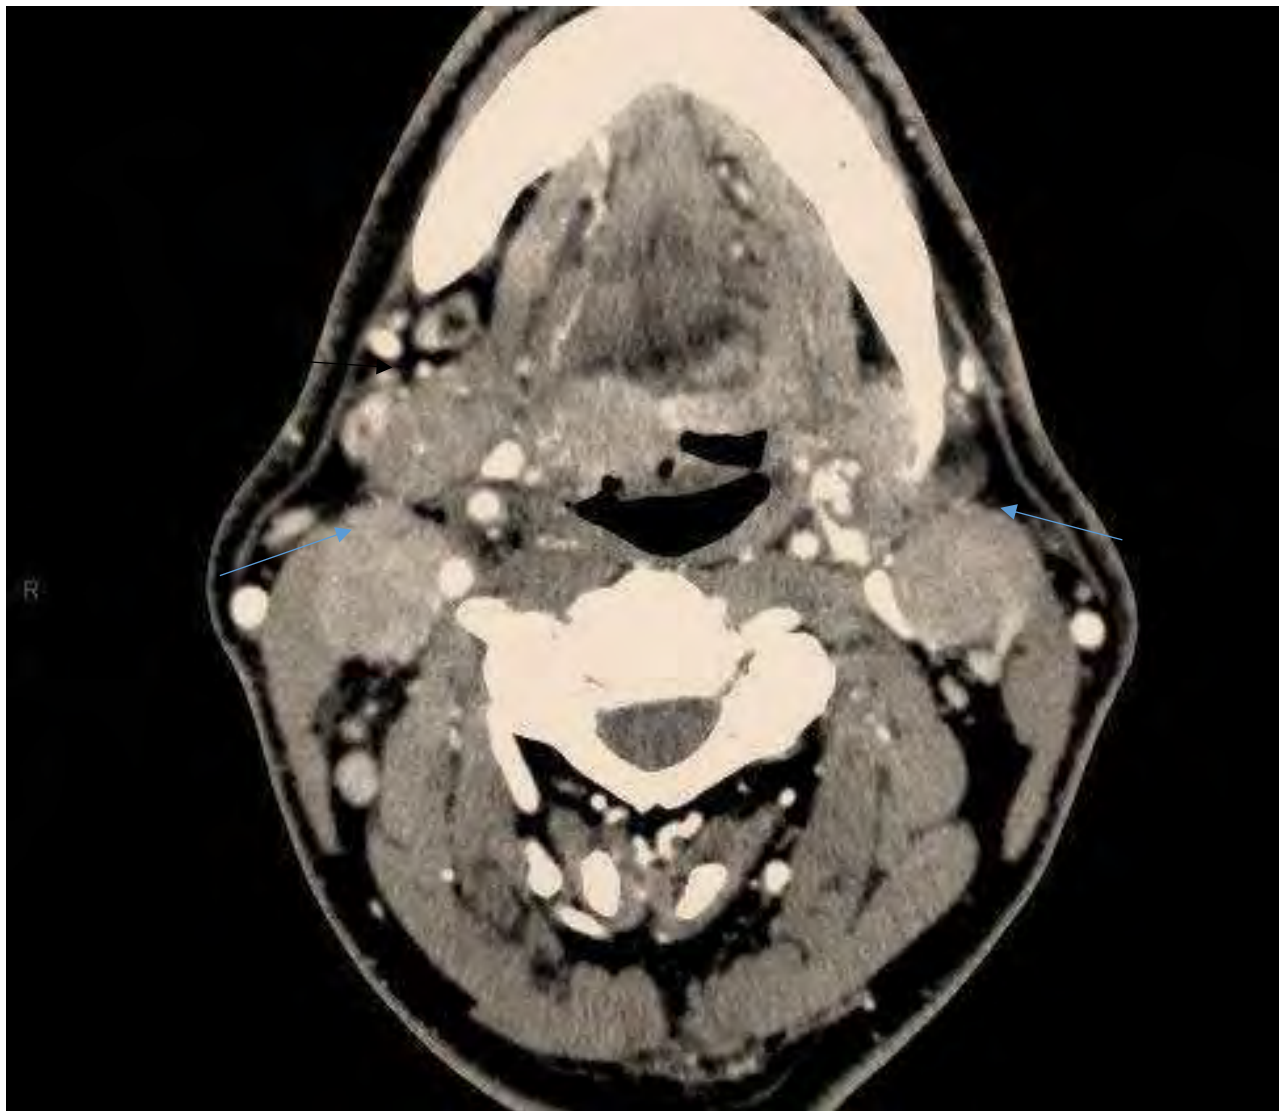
Coupe axiale TDM cervicale montrant des adénopathies cervicales bilatérales des Aires jugulo carotidienne supérieure (secteur II) (flèche noire) et jugulo carotidienne moyenne (secteur III) (flèches bleues) d'une tumeur du larynx (face laryngée de l'épiglotte)
